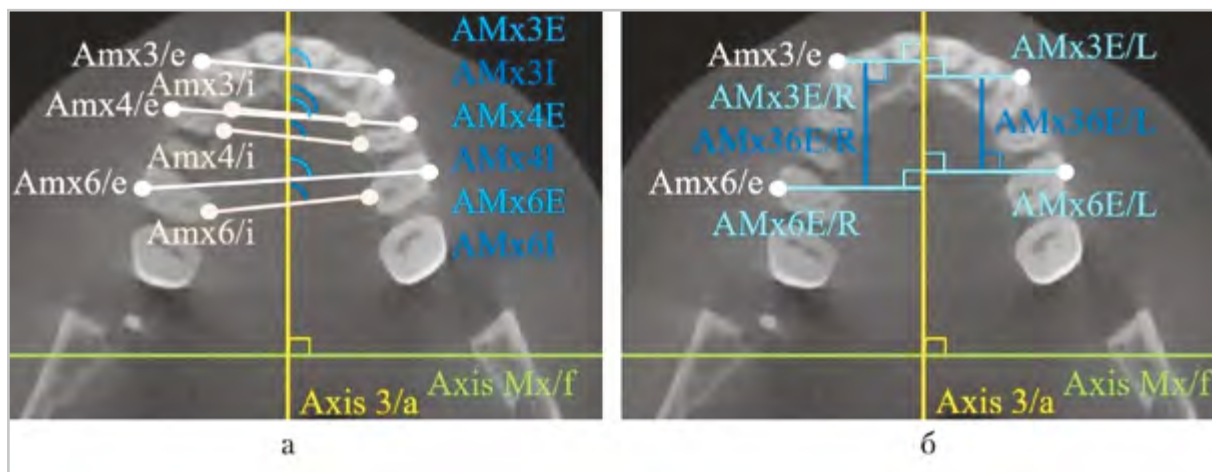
КЛК-томограммы в аксиальной проекции. Угловые и линейные параметры верхней челюсти на уровне альвеолярного отростка
